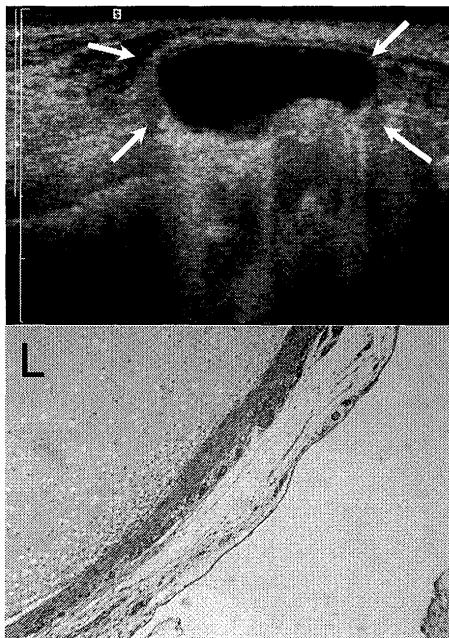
上：下唇の粘液囊胞（症例3）。内部無エコーで、周囲にわずかに低エコー領域が観察される（矢印）。
